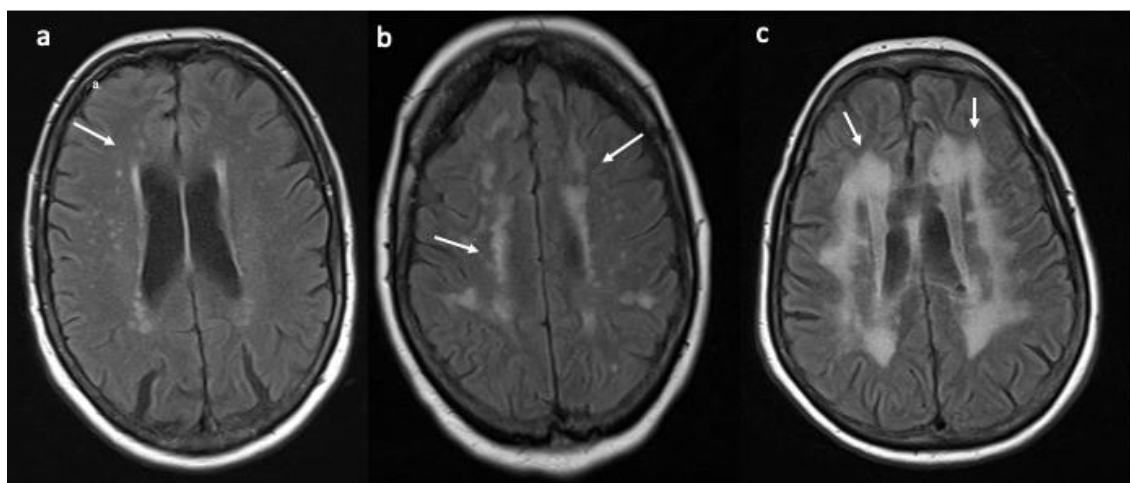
axiale FLAIR-Sequenzen mit Marklagerläsionen (a=Fazekas Gr. 1, b=Fazekas Gr. 2, c= Fazekas Gr. 3)
